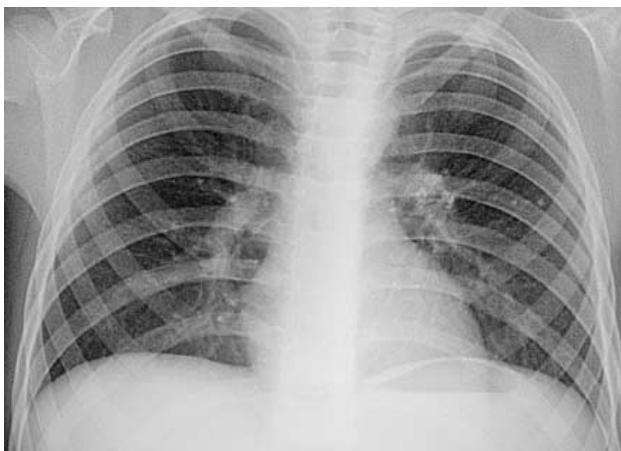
Цифровая рентгенограмма органов грудной полости ребенка 7 лет, после дополнительной математической обработки изображения.
